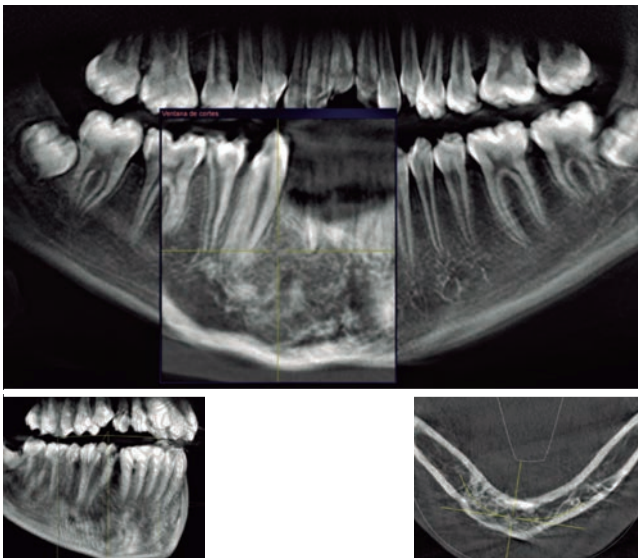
Tomografía axial computarizada del área de la lesión tres meses después de la cirugía, exhibiendo la neoformación ósea.
